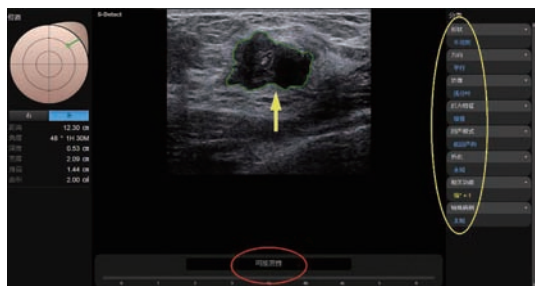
S-Detect 技术诊断1例乳腺恶性肿瘤 S-Detect 自动勾勒出乳腺肿块(黄色箭头所示),分析超声图像上肿块形状不规则、低回声、浅分叶边缘、平行生长等特征(黄色椭圆区),得出肿块可能是恶性的诊断(红色椭圆区)
